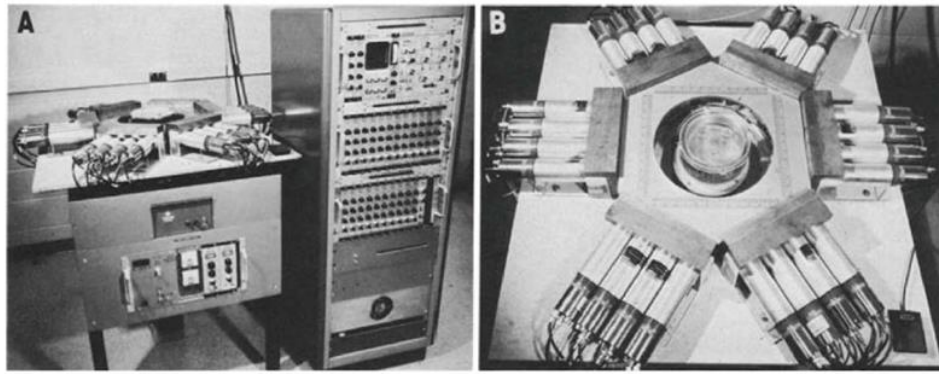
Le Tomographie Transverse à Émission de Positons (TTPE) : Premier système de tomographie par émission de positons. Source : TER-POGOSSIAN et al. 1975
